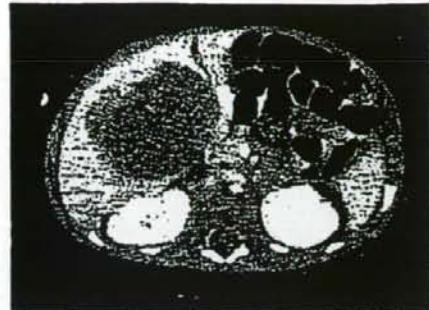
手術前腹部CT：化学療法2コース施行後、腫瘍は 4.5×5.0 cmに縮小した。
